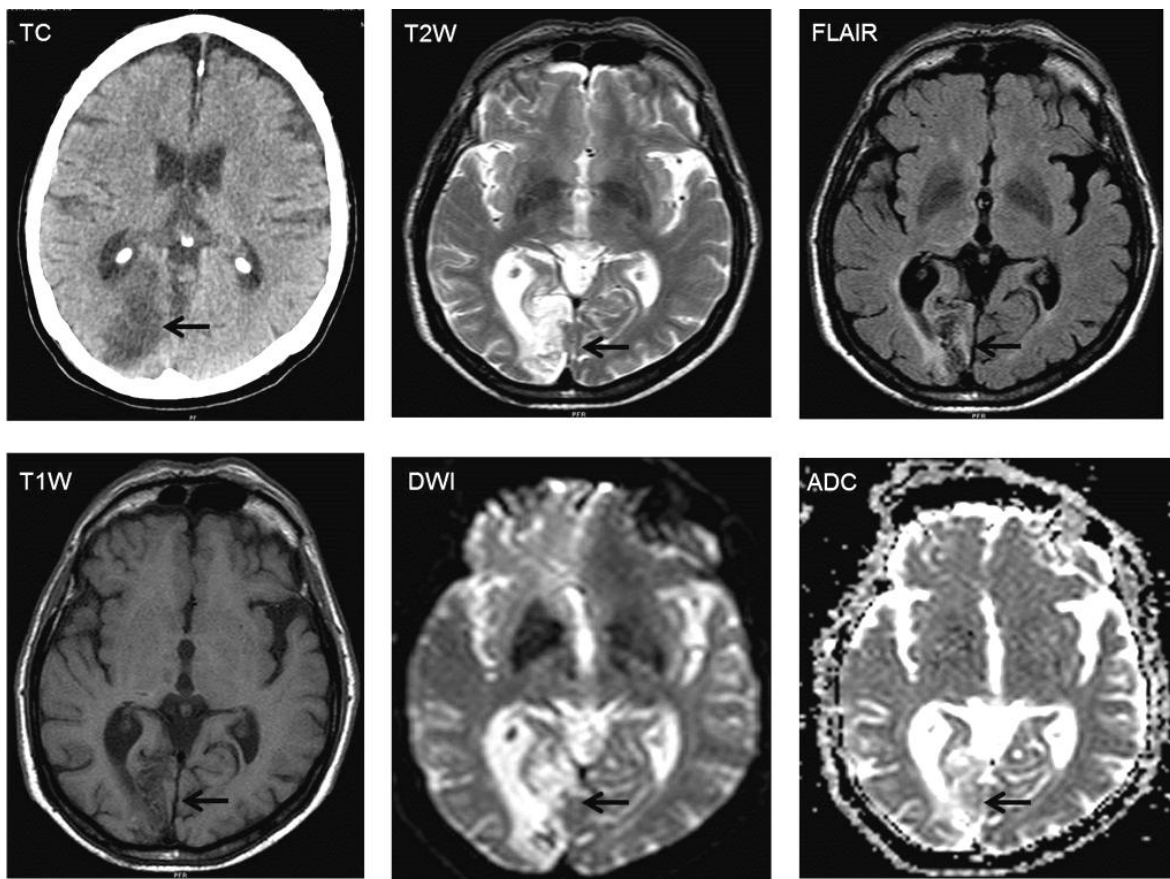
ECV Crónico de ACP derecha. Se evidencia del mismo caso de la figura 3 ,(flecha negra) la evolución del infarto 8 semanas después, observando hipodensidad en TC , hiperintensidad en T2W , hipointensidad en FLAIR y T1W , restricción en la DWI y negativo en el mapa ADC . Imagen archivo F.C.I
